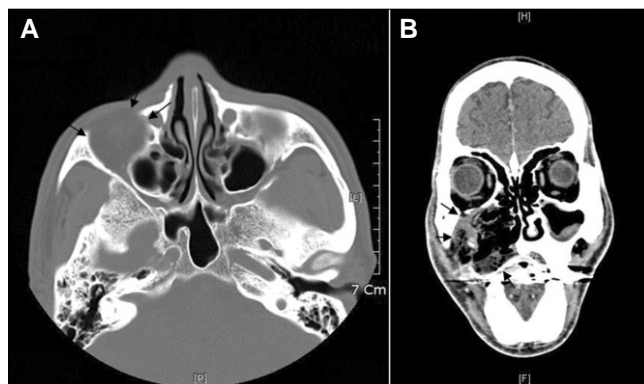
Axial and coronal computed tomography images showing resorpted buccal plate of right maxillary sinus and destructive bony change. A: Axial view, B: Coronal view.
